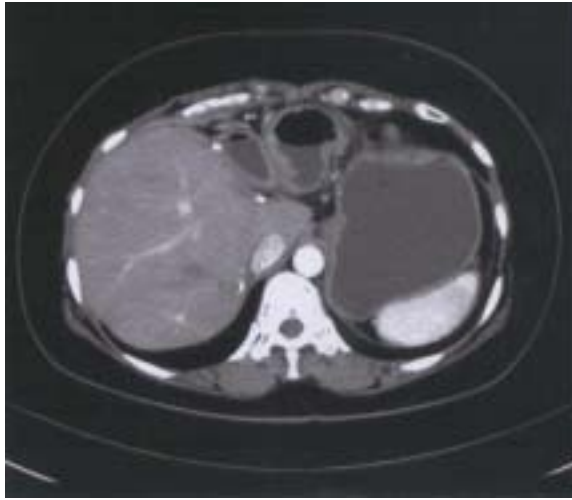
Post-operative abdominal CT scan after 3 months shows no demonstrable local recurrent mass or distant metastasis.
